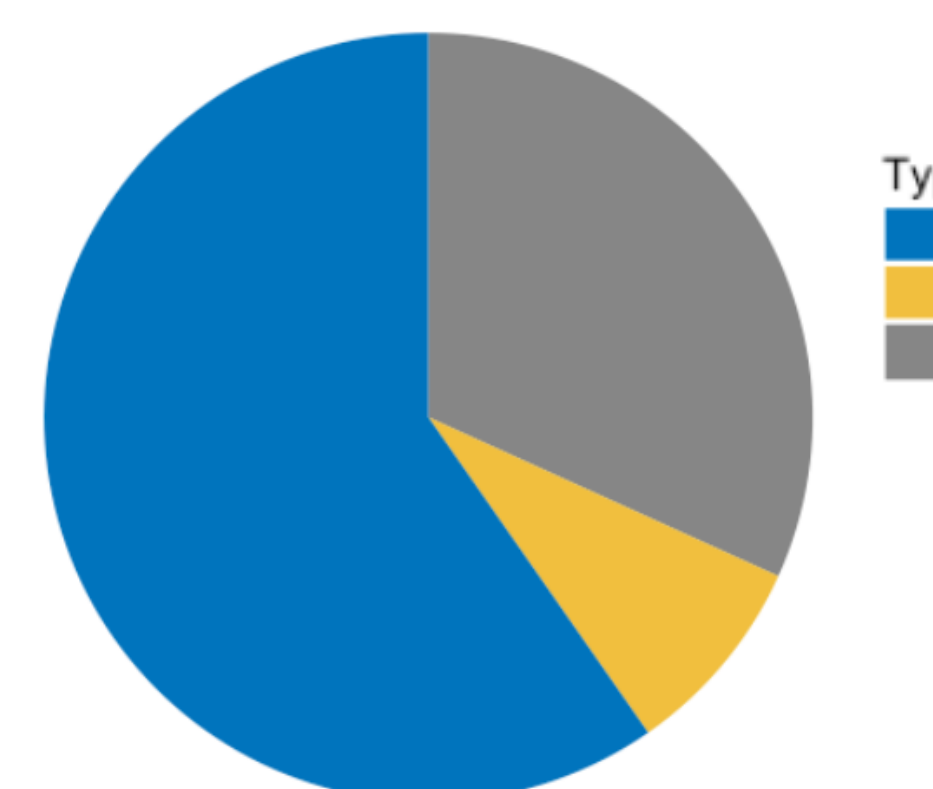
Technique de PF utilisée en fonction du type de CT
